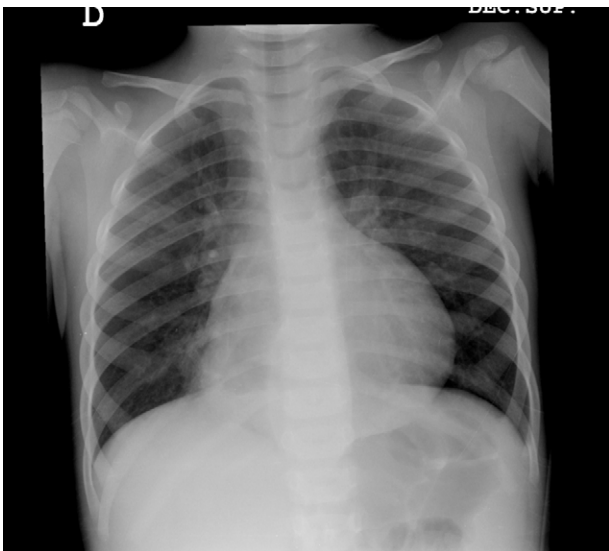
Radiografía de tórax. Se observa un aumento de densidad paravertebral derecho, con desplazamiento de la línea paravertebral, compatible con una masa en dicha localización.
